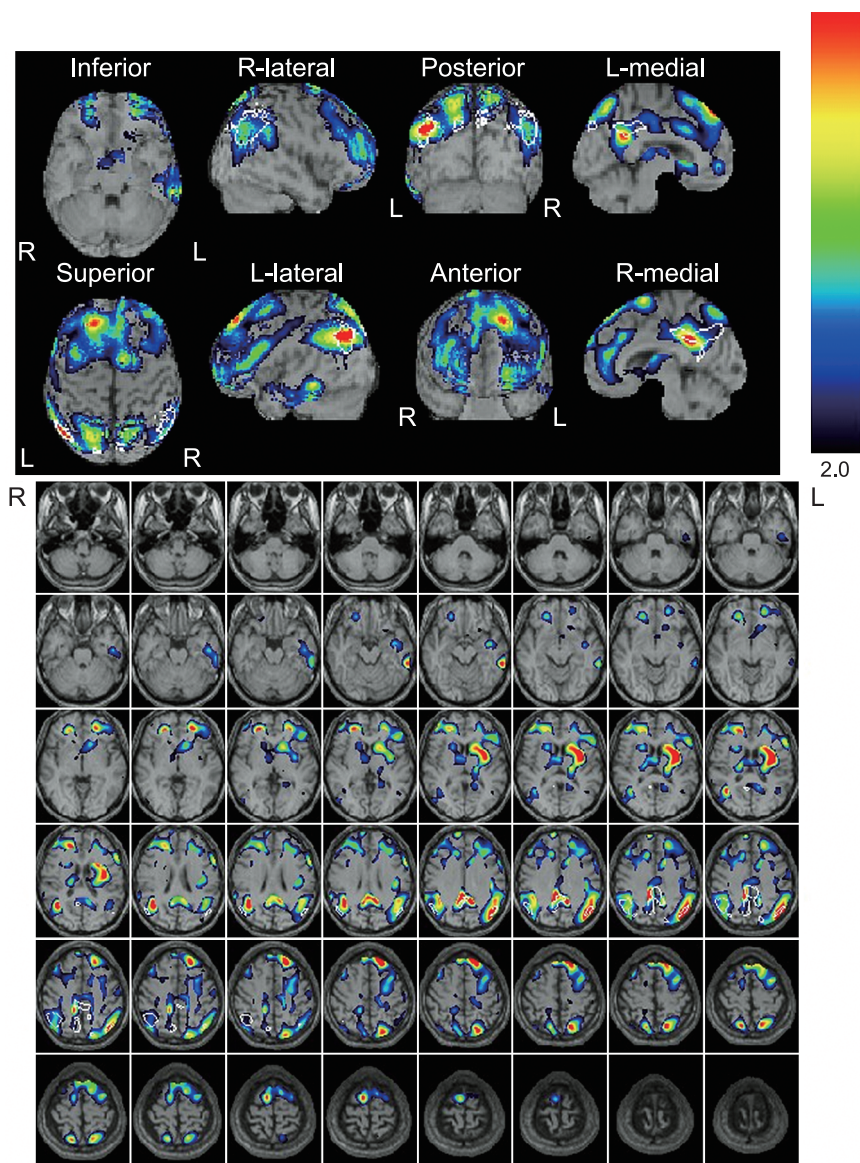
^{99m}Tc -ECD brain SPECT (e-ZIS).
